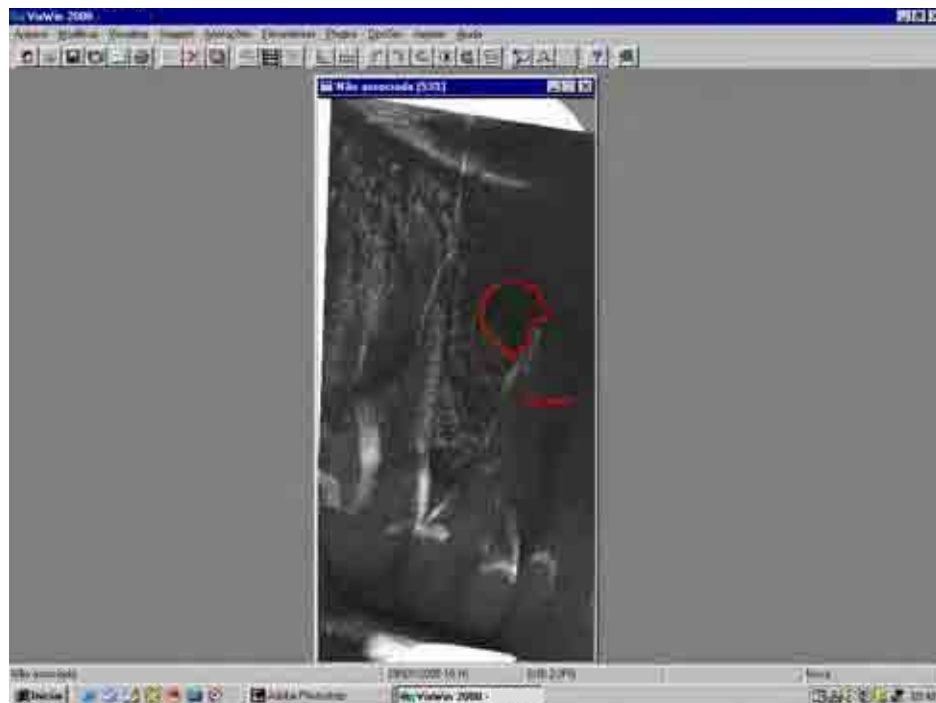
Imagem radiográfica da área de reabsorção óssea da lesão periapical (d3) visualizada após a subtração digital das imagens de 2 e 4 meses. Demarcação realizada no VixWin 2000.
